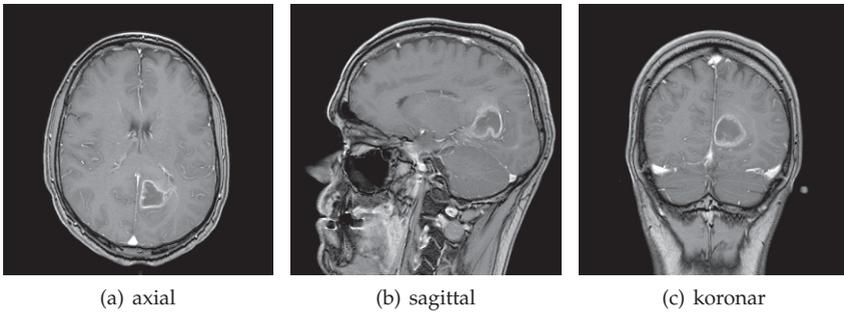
T1-gewichtete Magnetresonanztomographie-Aufnahmen eines 48 Jahre alten, männlich Patienten mit einem Glioblastom im Corpus callosum und linken occipitalen Marklager mit Beteiligung des occipitalen Cortex.¹
